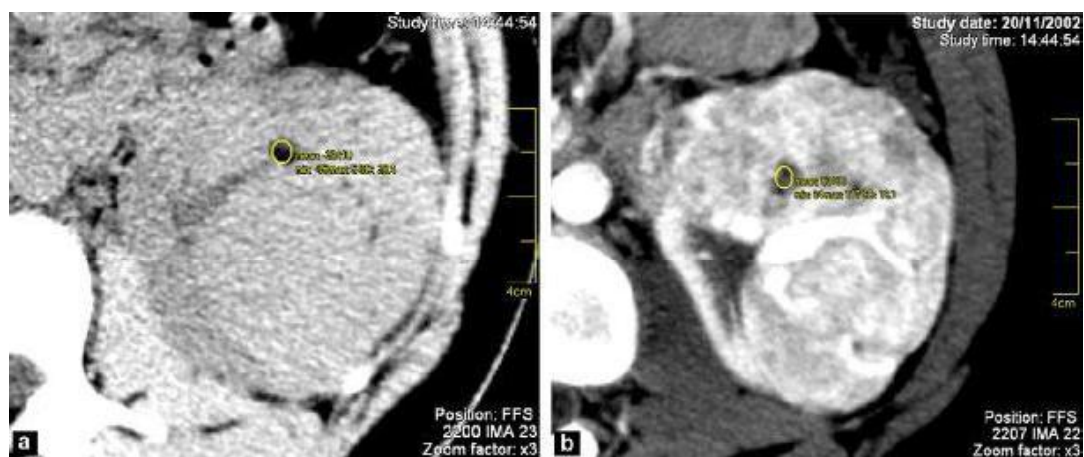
TDM abdominale passant par le rein avant (a) et après (b) injection du produit de contraste montrant un AML de grande taille (80 mm) à composante graisseuse limitée à des ilots de petite taille [97].
